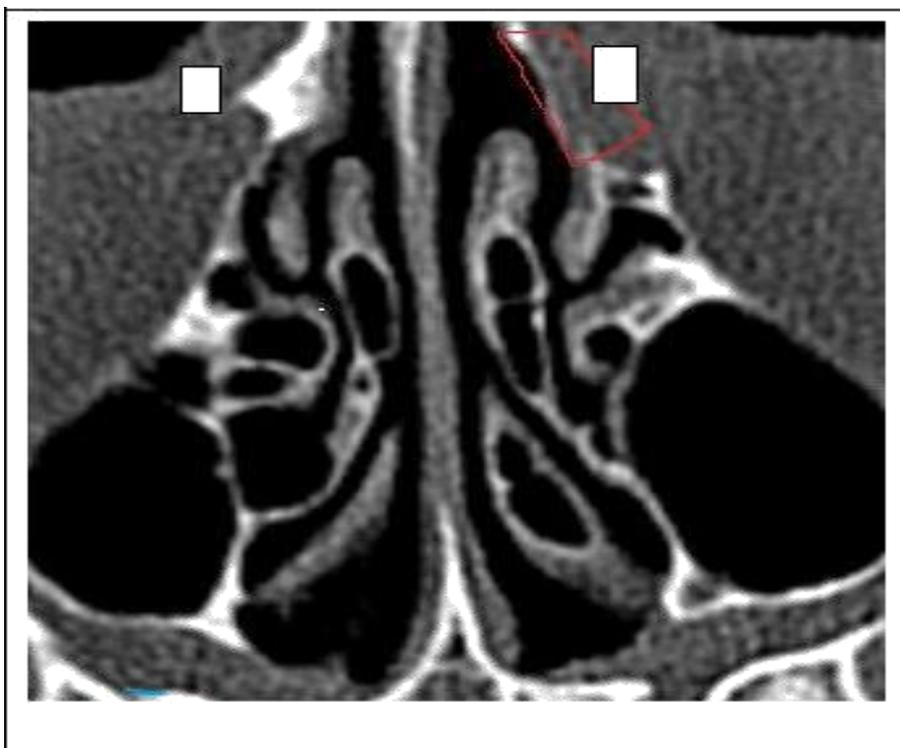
КТ после наружной дакриоцистиностомии
